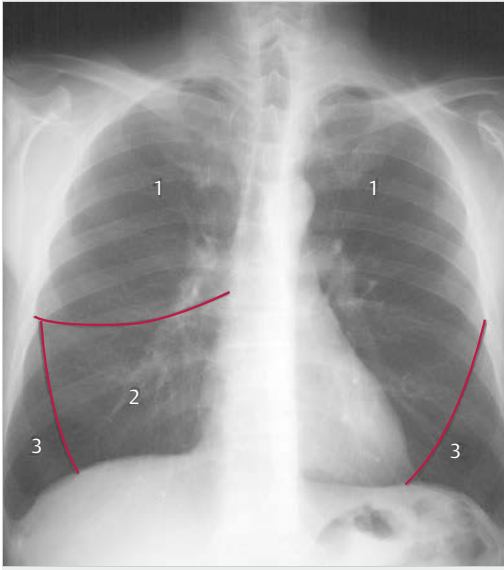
Anatomie der Lunge. Röntgenaufnahme des Thorax mit eingezeichneten Lungenlappengrenzen: 1 Oberlappen, 2 Mittellappen, 3 Unterlappen.
